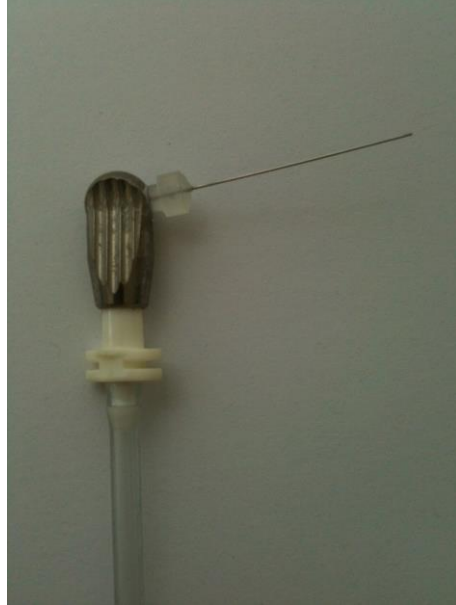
Çalışmamızda kullanılan paslanmaz çelik ultrasonik uç
